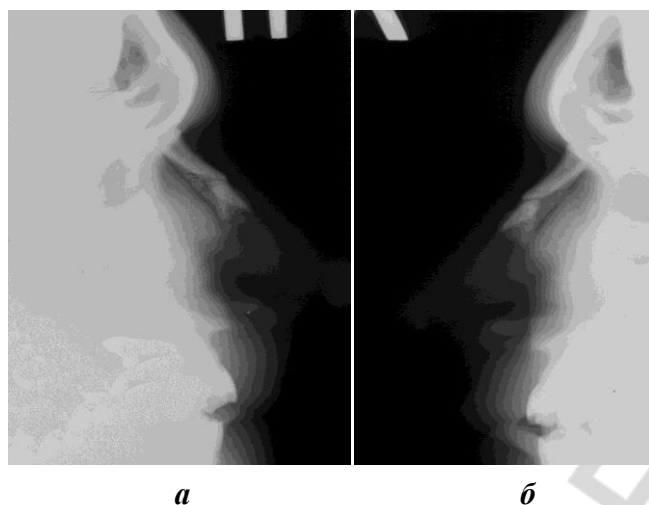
Травматический вдавленный перелом костей носа (рентгенография):
